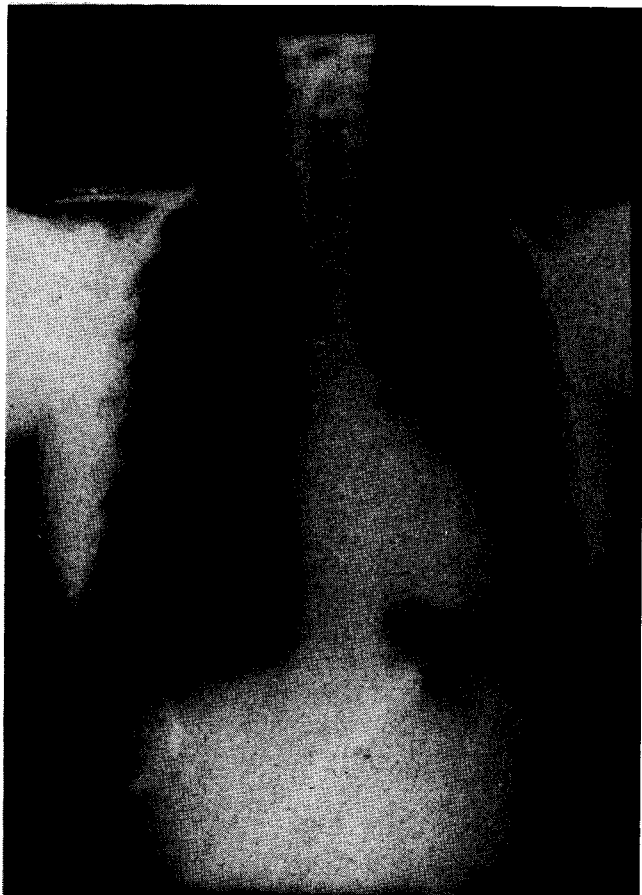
Telerradiografía frontal de tórax. Imagen redondeada borde inferior izquierdo de silueta cardíaca.
